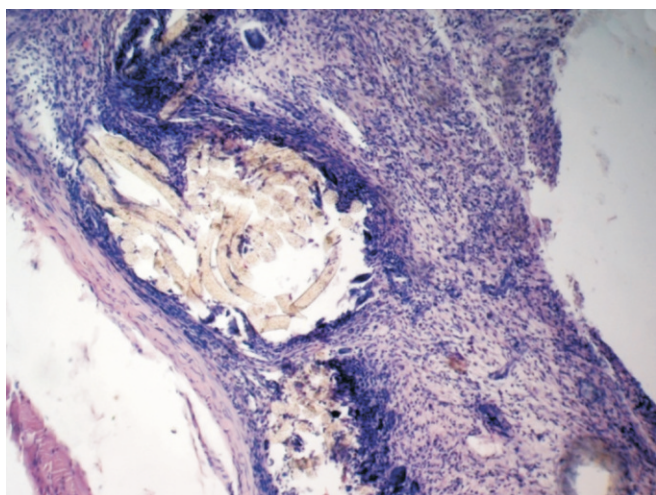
Țesut de granulație bogat în celule gigante de „corpi străini” în jurul firelor Eslan (PET). Colorație hematoxină-eozină.
